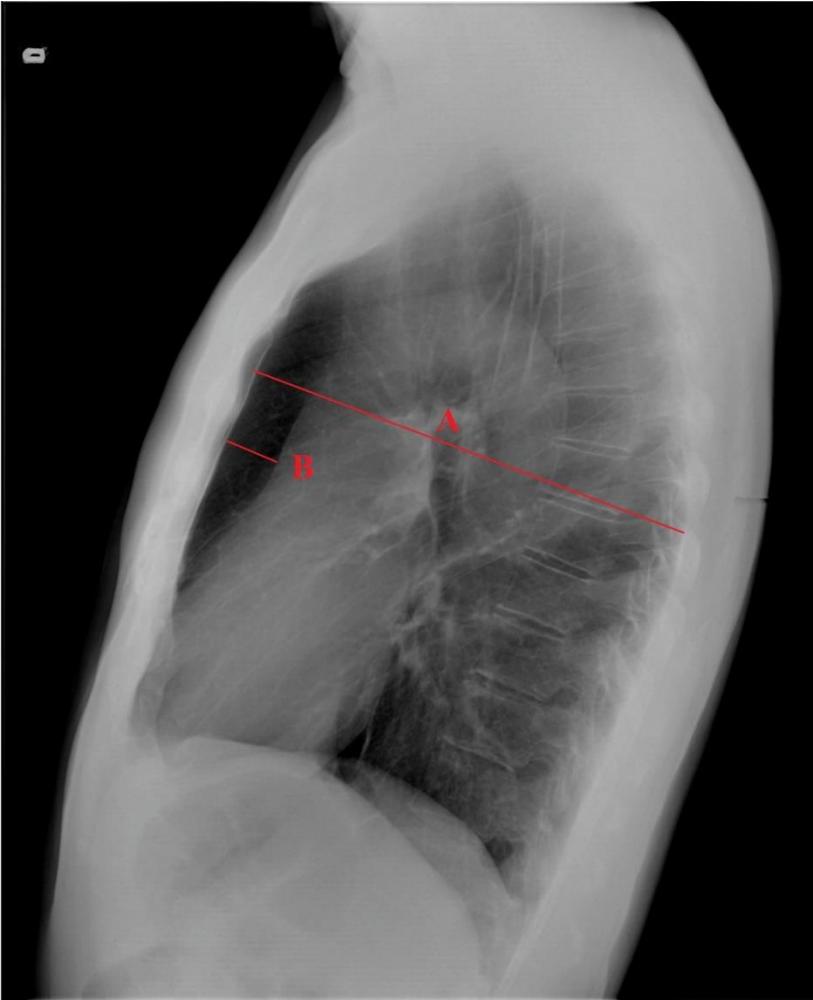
Radiografia de tórax em perfil e variáveis mensuradas: A) diâmetro anteroposterior do tórax, B) distância retroesternal.
